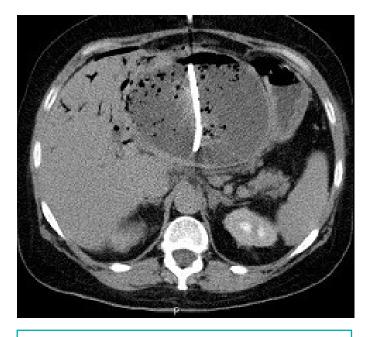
TAC de abdomen. Proyección coronal.
